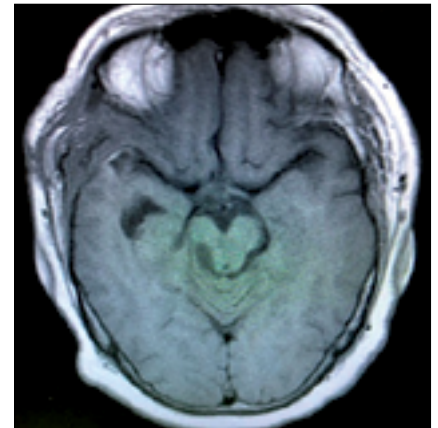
RM post operatoria, no se observa remanente tumoral.
